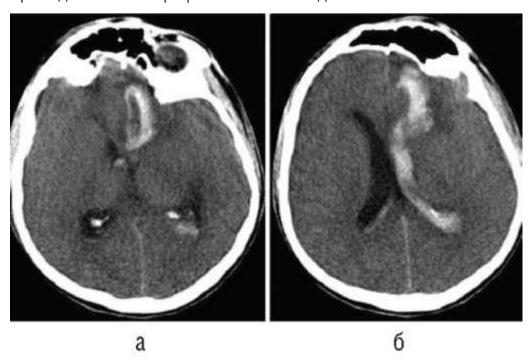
Типичная локализация внутримозговой гематомы при разрыве аневризмы передней мозговой/передней соединительной артерии (компьютерная томограмма). Видна гематома медиобазальных отделов левой лобной доли (а) с прорывом в желудочковую систему (б)
